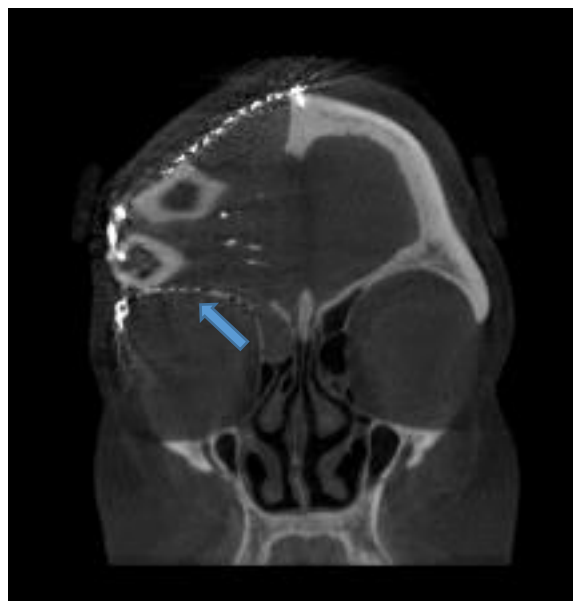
Tomografía corte coronal. Se evidencia la conformación de la región fronto orbitaria con el colgajo libre de peroné.
